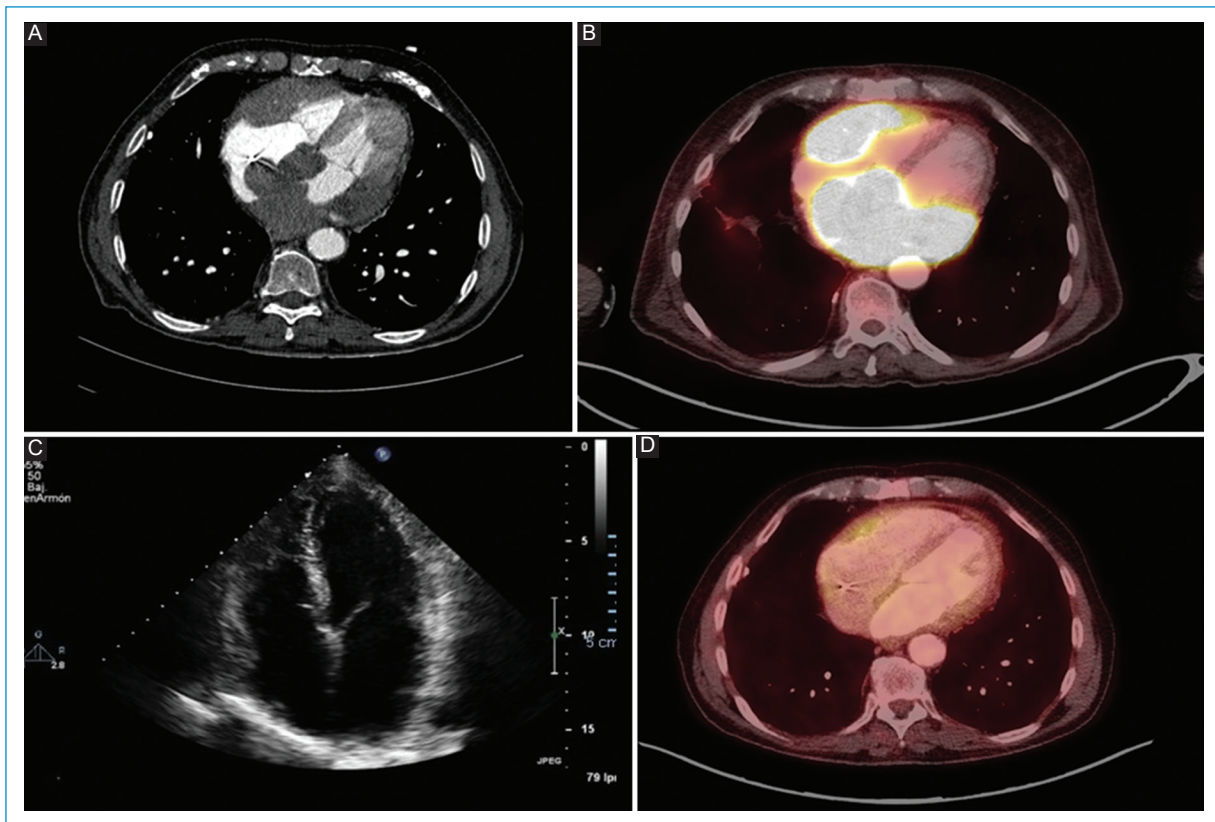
A: imágenes de TC con infiltración tumoral de ambas aurículas, septo interventricular, pared lateral de ventrículo izquierdo y derecho. La masa alcanza porción retroesternal, abordaje por el que se obtuvo la muestra de biopsia. B: imagen de PET-TC, donde se aprecia la captación de trazador en las zonas infiltradas por el linfoma. C: imagen de ecocardiograma de control tras el tratamiento quimioterápico, en el ya no se identifica la masa intramiocárdica. D: imagen de PET-TC de control tras tratamiento quimioterápico, en el que se aprecia la desaparición del linfoma, así como de las zonas de hipercaptación.
